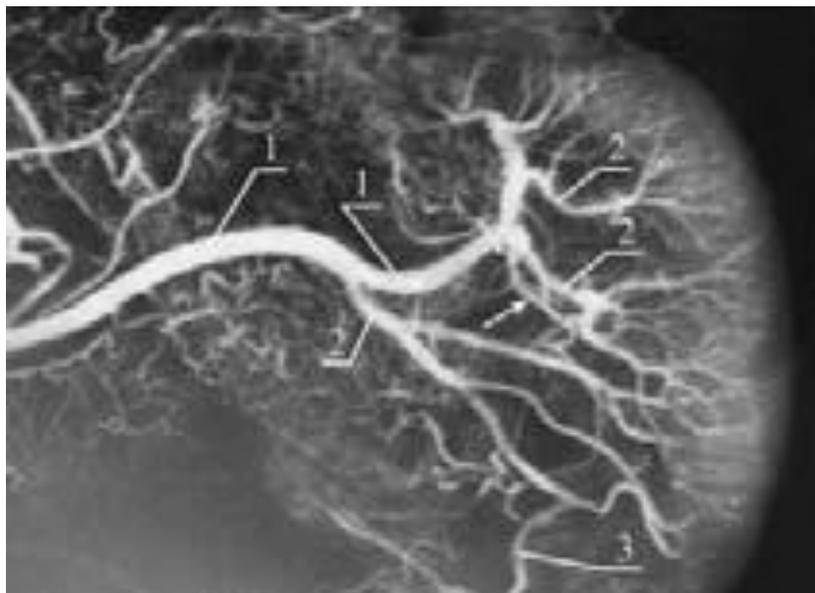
Последовательное отхождение ветвей от селезеночной артерии на рентгенограммах
